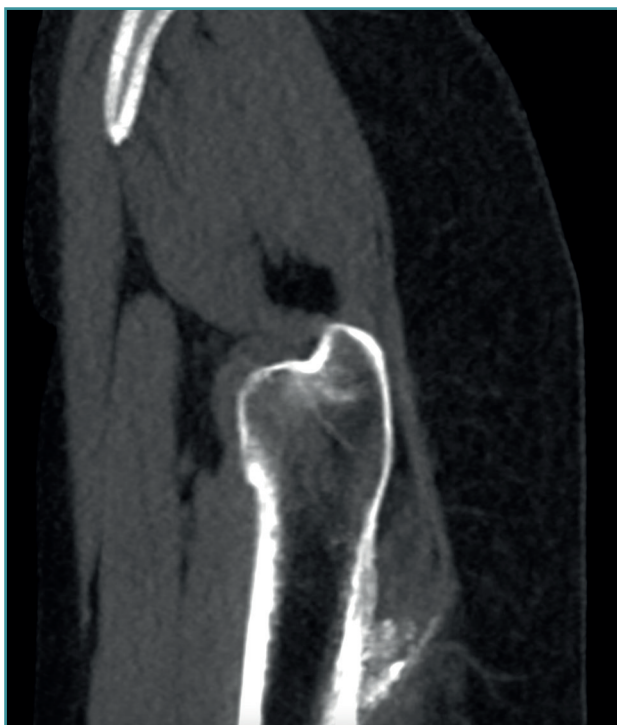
Cadera derecha. Visión sagital de tomografía computarizada que muestra la calcificación del glúteo mayor en la zona de inserción en el fémur.
